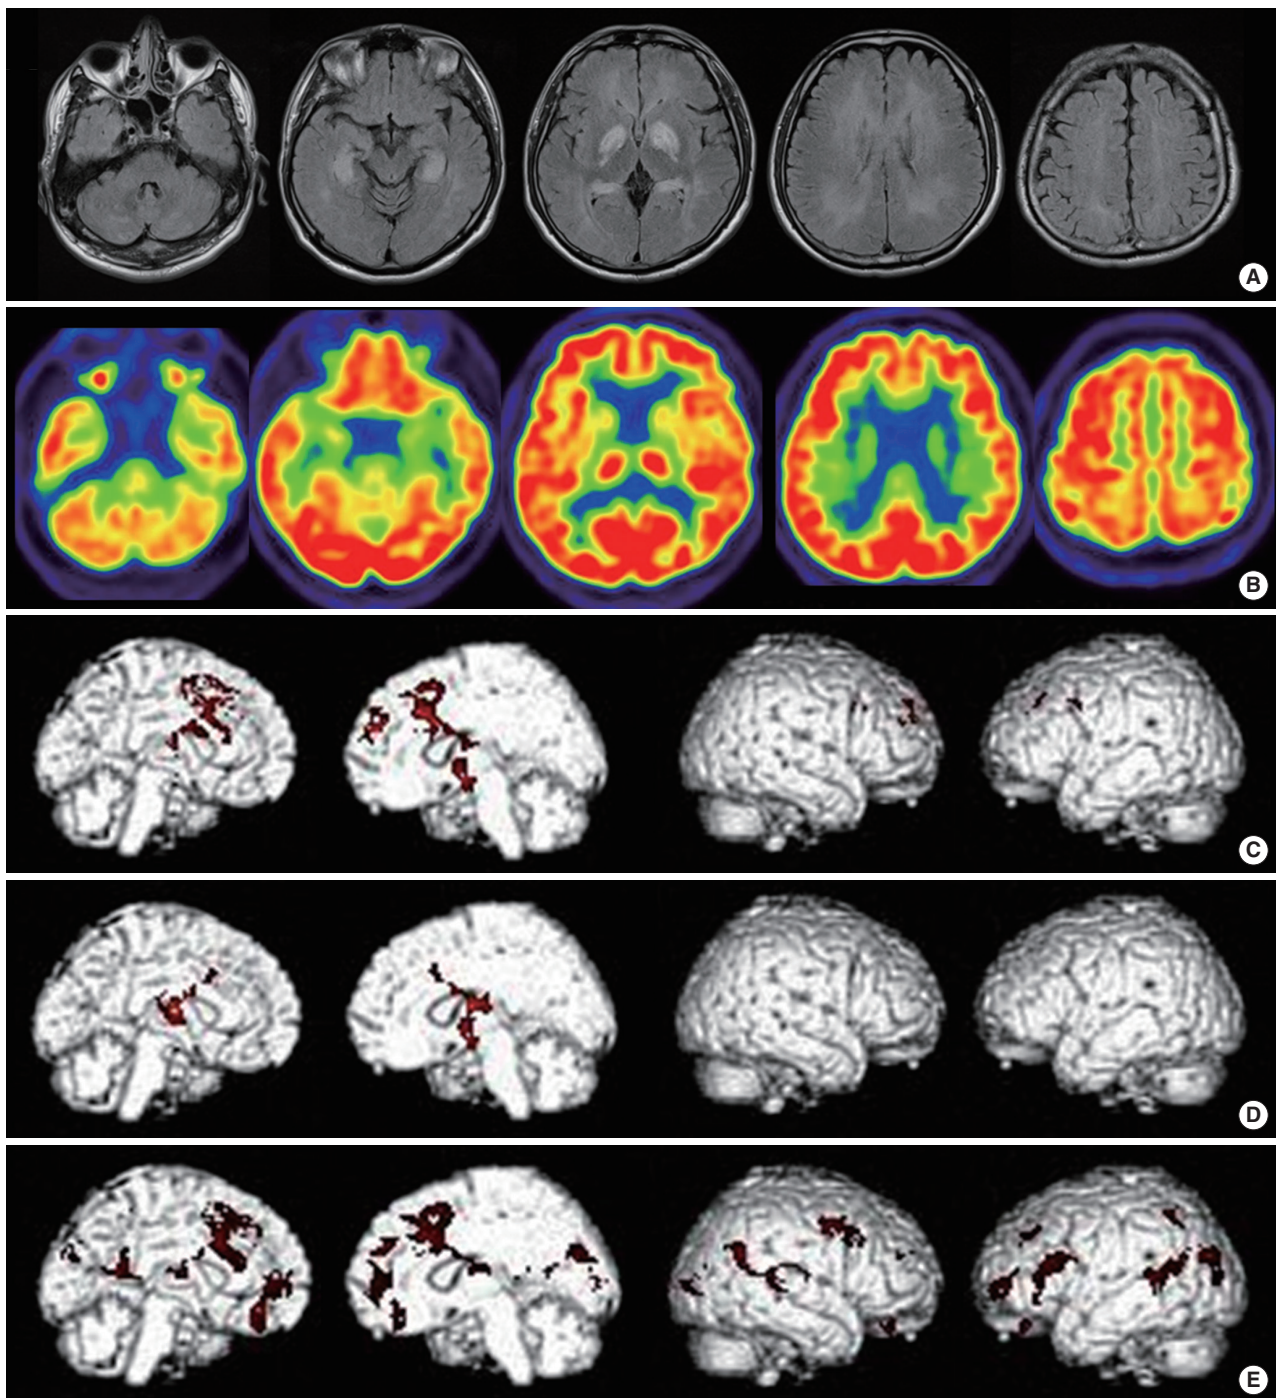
Fluid-attenuated inversion recovery axial images (A) 3 days after CO intoxication show high signal intensities in the bilateral globus pallidus, putamen, hippocampus, cerebellum, and subcortical white matter. [18F]-Fluorodeoxyglucose positron emission tomography (FDG-PET) axial images taken 5 months after onset (baseline) showed glucose hypometabolism in the bilateral hippocampus, basal ganglia, and the subcortical white matter. Hypometabolic regions were examined using statistical parametric mapping PET analysis before (C), and 1 month (D) and 8 months (E) after cognitive intervention (CI) which were compared with those of 3 age-matched healthy controls. The extent of hypometabolic regions was decreased in 1 month after CI, whereas that in 8 months after CI was increased compared to that before CI (uncorrected, $p < 0.001$).
